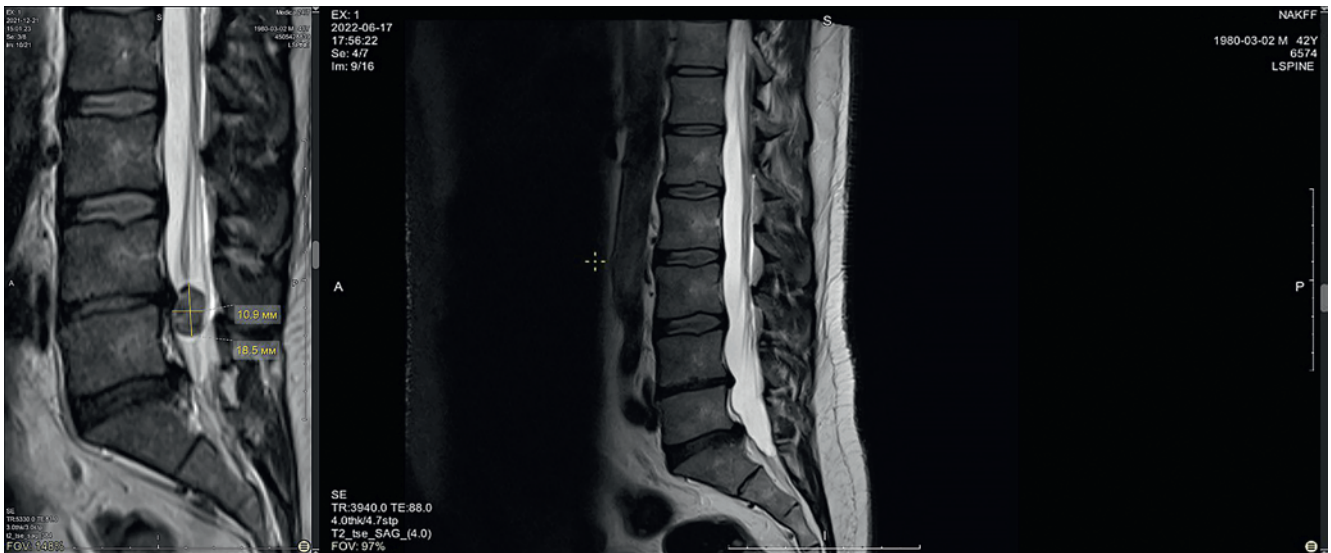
Магнитно-резонансная томограмма пациента К., саггитальный срез: А) исходная, В) после лечения 17.06.2022
